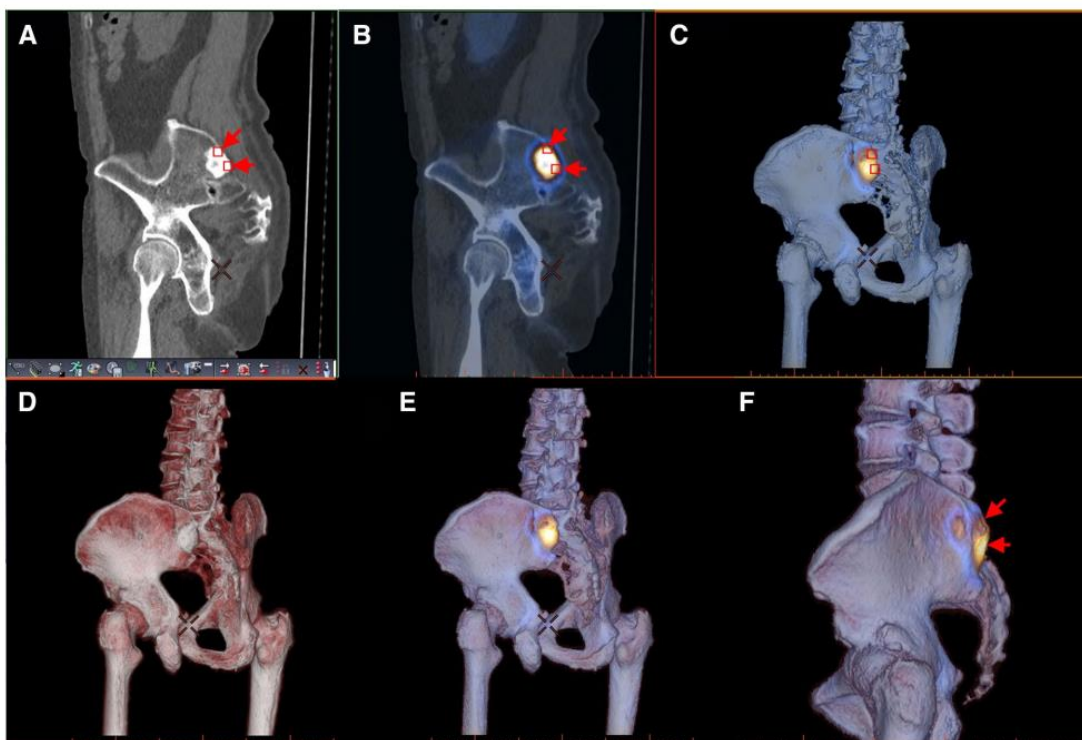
Fuziunea imaginilor SPECT osoase cu CT 3D de volum. În CT-ul convențional, metastazele osoase prezintă o zonă cu densitate mare conform valorilor (A, săgeți). În imaginea de fuziune SPECT/CT bidimensională, leziunea este colorată conform valorilor SPECT în locul corespunzător (B, săgeți). Fuziunea datelor SPECT osoase cu imaginile CT 3D (B), structurile osoase tridimensionale sunt colorate conform valorilor SPECT la suprafața oaselor (A–C, pătrate mici). Evaluarea structurii osoase și osul cu CT (D), imagine CT redată în volum care este fuzionată cu imaginea C (E). Nu se observă captarea extraoasă cu metoda aceasta (F, săgeți) [23]
